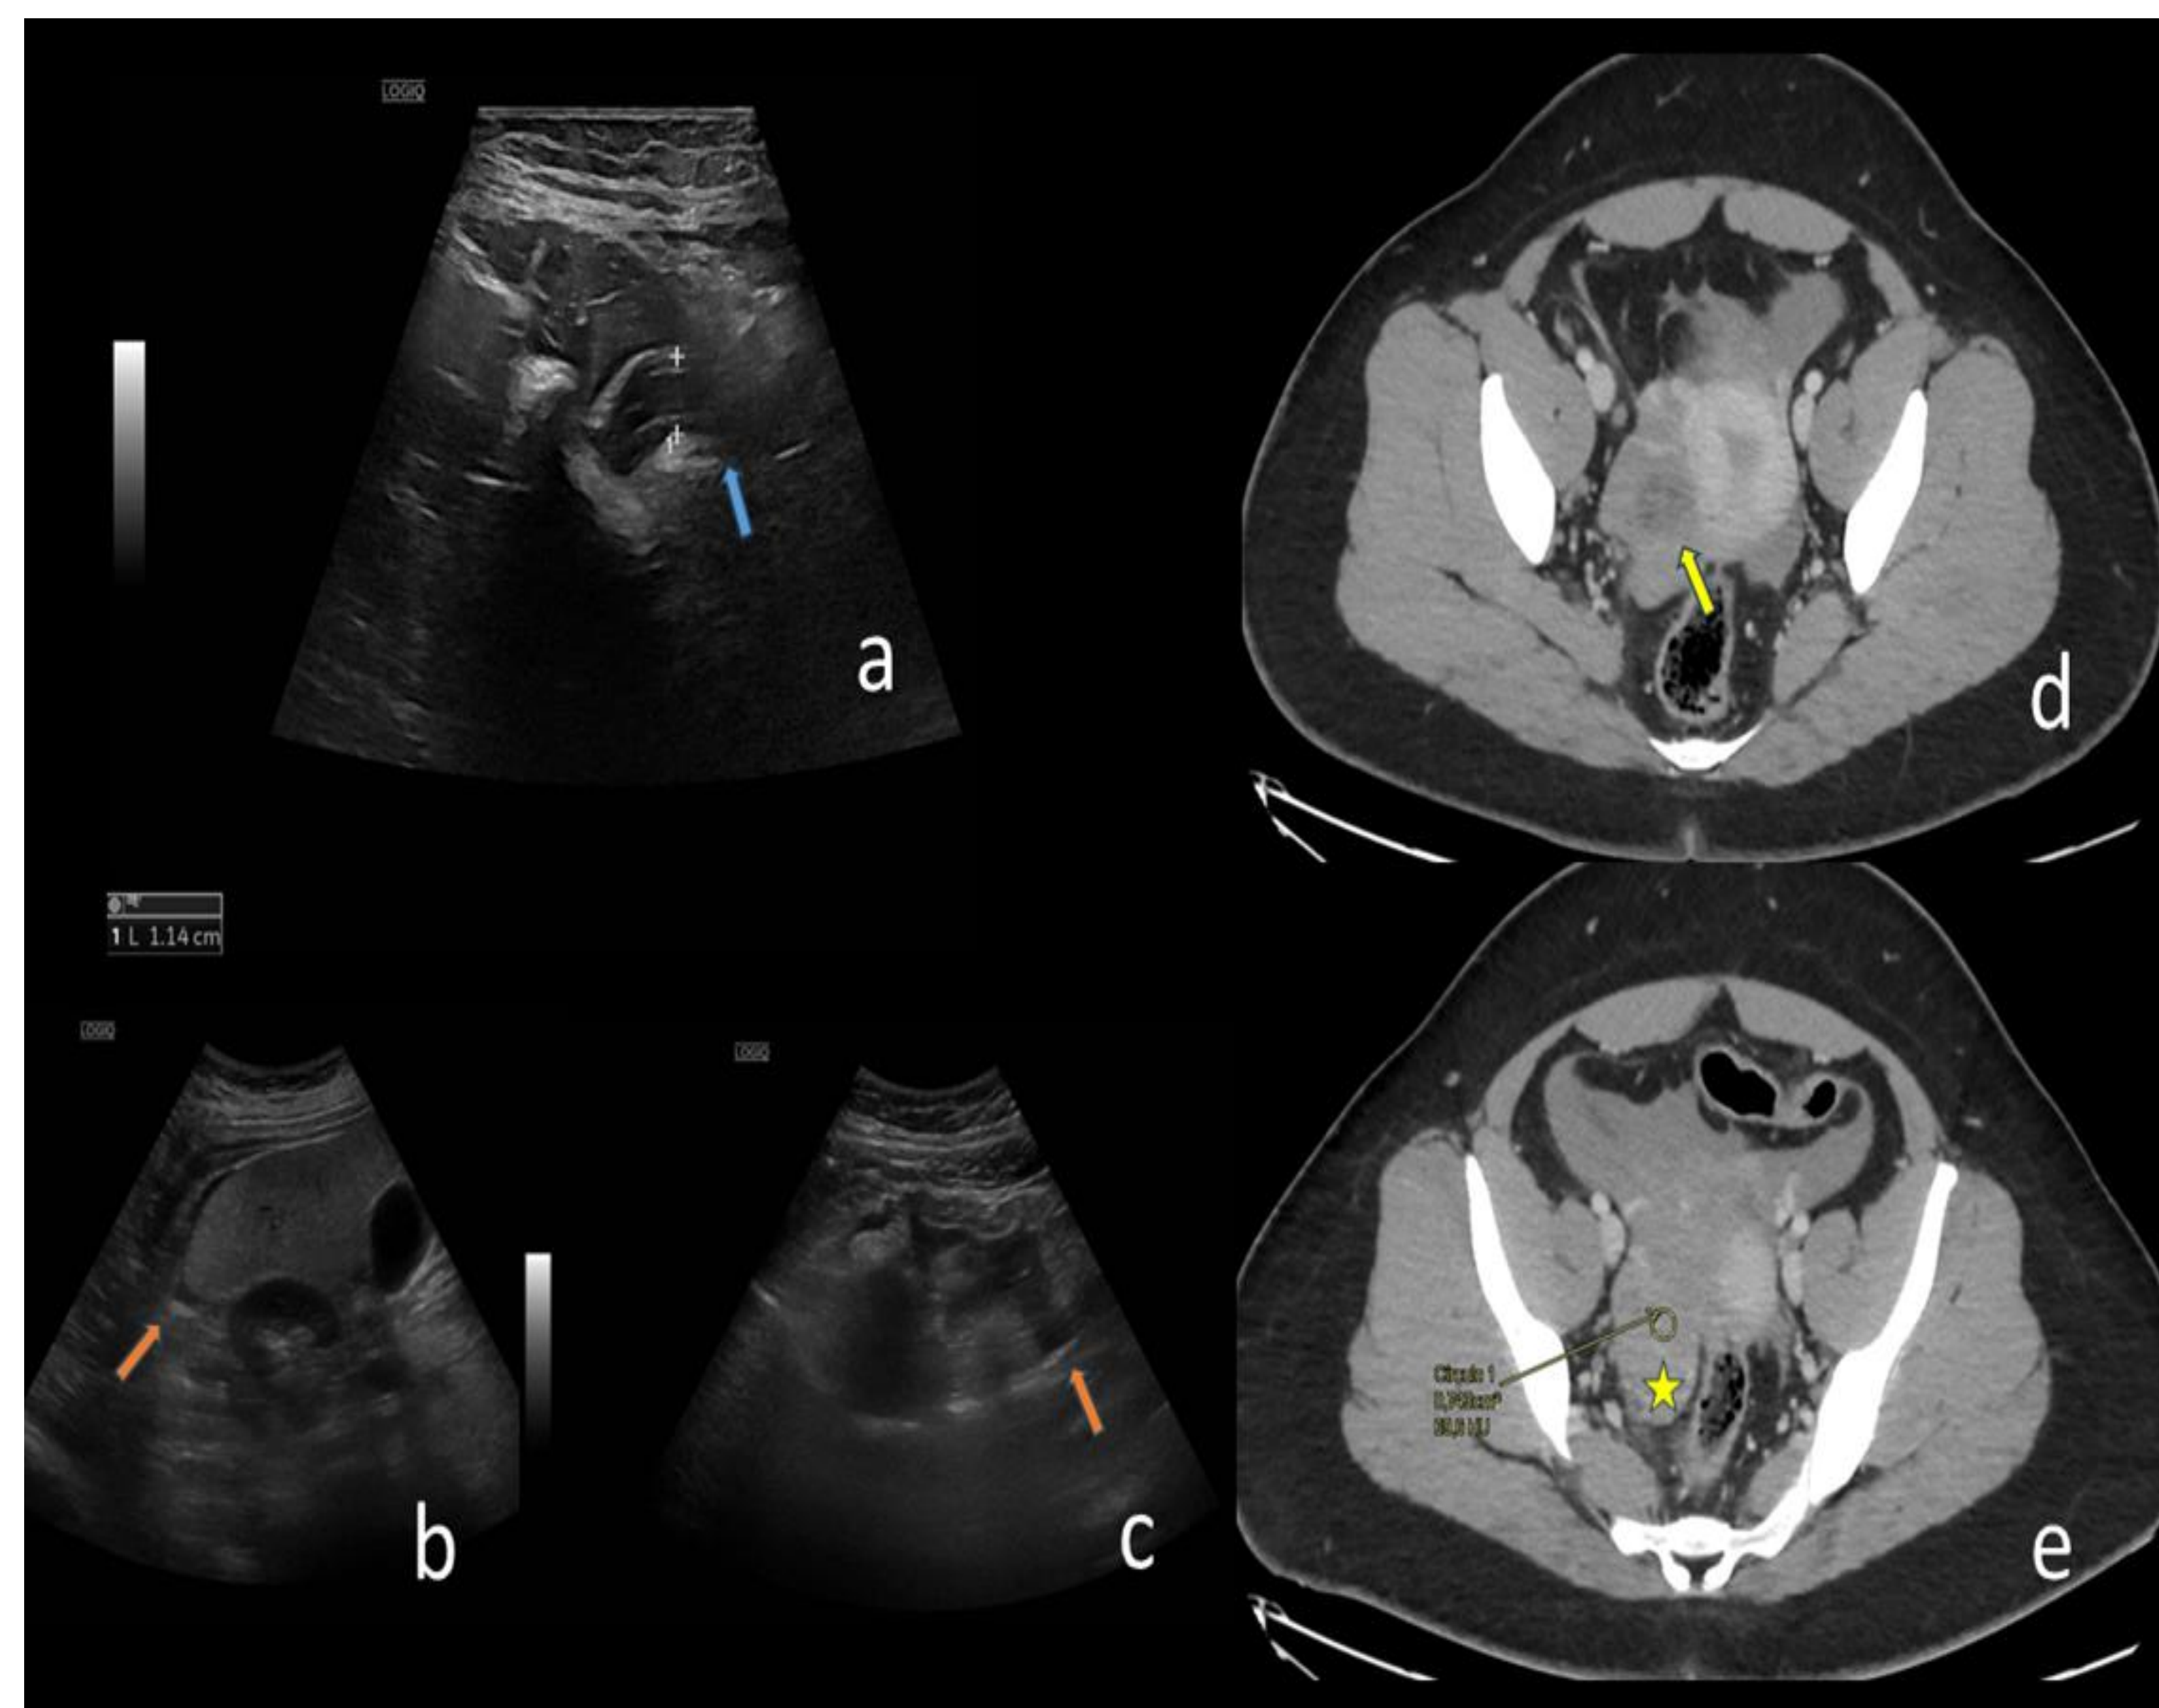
Paciente femenina de 32 años con antecedente reciente de aborto anembrionado (b, asterisco azul), acude con clínica de dolor abdominal en FID. En la ecografía se identifica al apéndice cecal con contenido en su interior (a, flecha azul) y engrosado (c) con leve hiperecogenicidad de la grasa peri cecal y mínima cantidad de líquido en pelvis (d, asterisco amarillo). Hallazgos sugestivos de apendicitis como primera posibilidad. Durante el trans quirúrgico se observa al apéndice cecal sin alteraciones y una trompa uterina con hematosalpinx y torsionada. El estudio anatomopatológico de dicha trompa revelo un embarazo ectópico con hematosalpinx. *Servicio de Radiodiagnóstico, Hospital Universitario Príncipe de Asturias, Alcalá de Henares – Madrid, España, 2024.*
